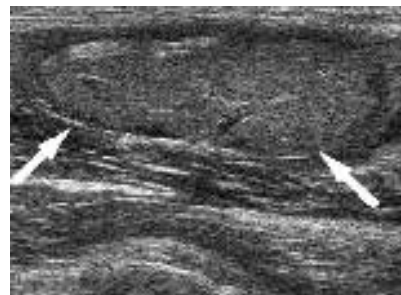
Immagine ecografica di formazione isoecogena a margini netti con sottile orletto ipoecogeno (freccie) in sede poplitea.
